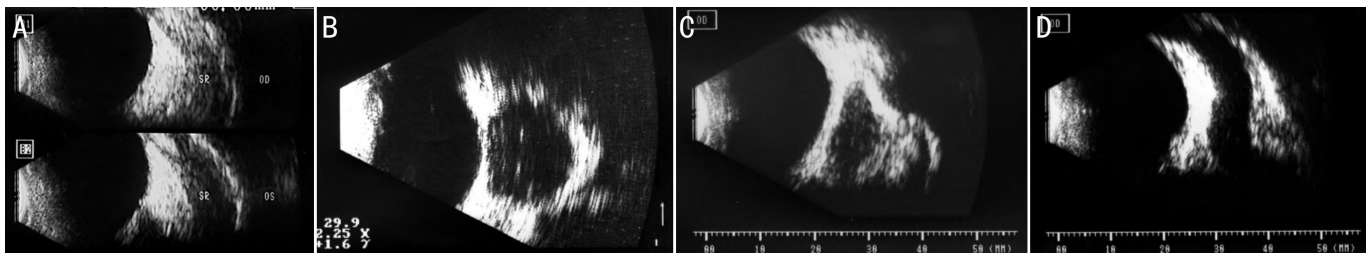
异常B型超声图 A:甲状腺相关性眼病B超示眼外肌增粗;B:神经鞘瘤B超示球后低回声团块影;C:皮样囊肿B超示球后中等回声团状影;D:颈动脉-海绵窦瘘B超示眼上静脉增粗。
